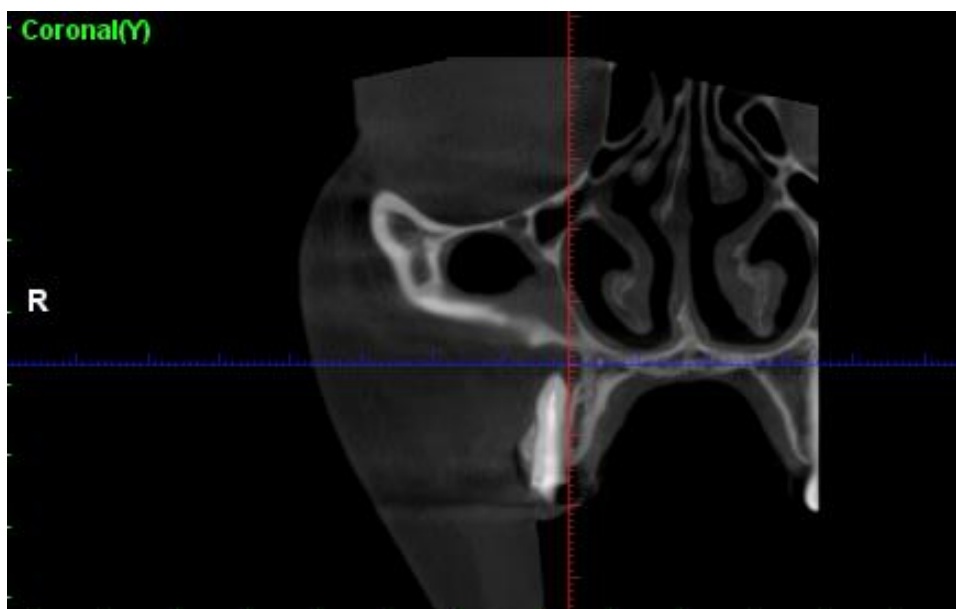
Tomografía vista coronal
